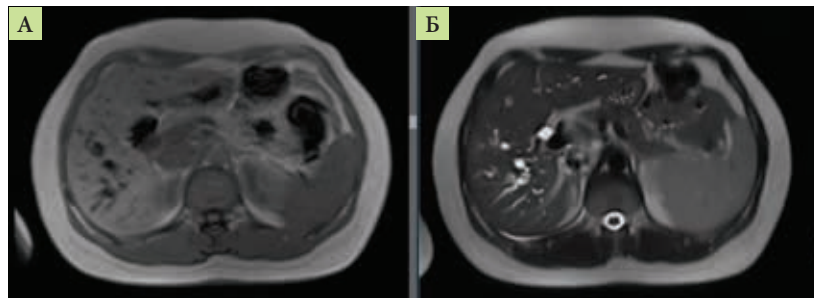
МРТ брюшной полости (аксиальная плоскость): А – T1-взвешенное изображение; В – T2-взвешенное изображение
